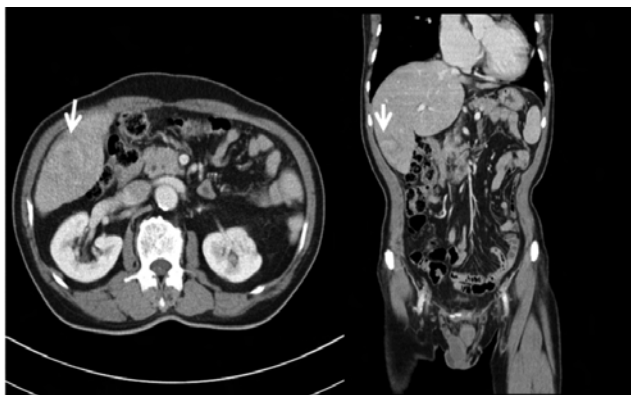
Enhanced abdominal CT finding showed the 4.5cm sized ill-defined peripheral enhancing mass in the inferior tip of right hepatic lobe (white arrows).
